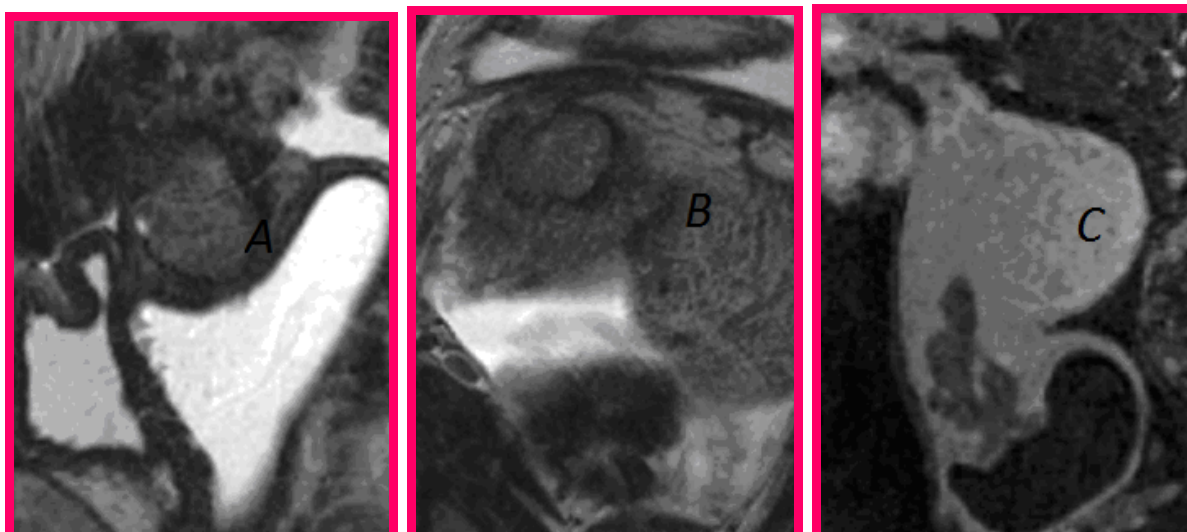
IRM coupe (A) Sagittal T2 Axial, (B) T2 perpendiculaire à l'axe du col Sagittal, (C) T1 gado.
